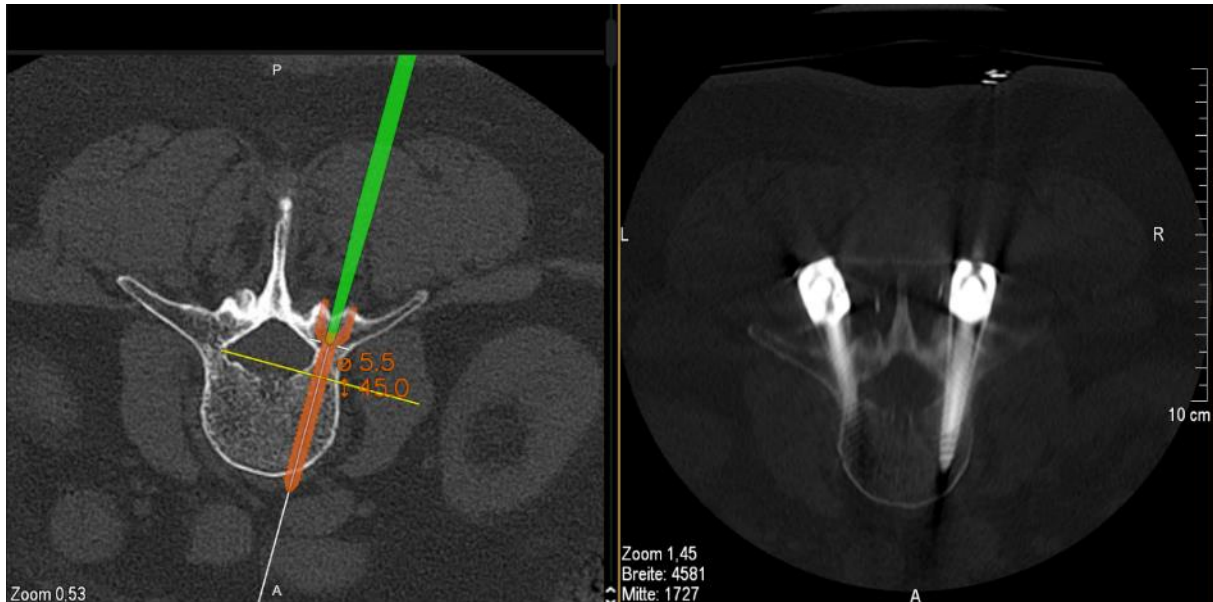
Navigationsergebnis der zuvor gezeigten intraoperativen Navigation nach Surface-Matching. Links navigiertes Instrument (grün) mit digitalem Modell einer Pedikelschraube 5,5mm x 45mm. In Echtzeit können Entrypoint und Trajekt dargestellt und bedarfsgerecht angepasst werden. Rechts im Bild postoperatives CT. Zu erkennen ist die exakte Replizierung der intraoperativen Navigation und geplanten Pedikelschraubenlage in dem postoperativen Ergebnis. Eigene Abbildung.
